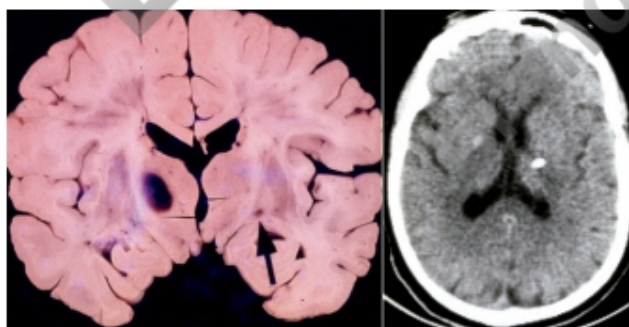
Figura e18.7 Cirugía ablativa clásica en la enfermedad de Parkinson. La diana tradicional era el núcleo ventral lateral del tálamo, que se podía hacer con seguridad en un solo lado, pero su lesión bilateral producía con frecuencia una grave distonía. Para obviar ese problema, el profesor Gillingham propuso hacer una talamotomía de un lado y una palidotomía del otro, como se refleja en la imagen anatómica (izquierda) y en la TC (derecha).
